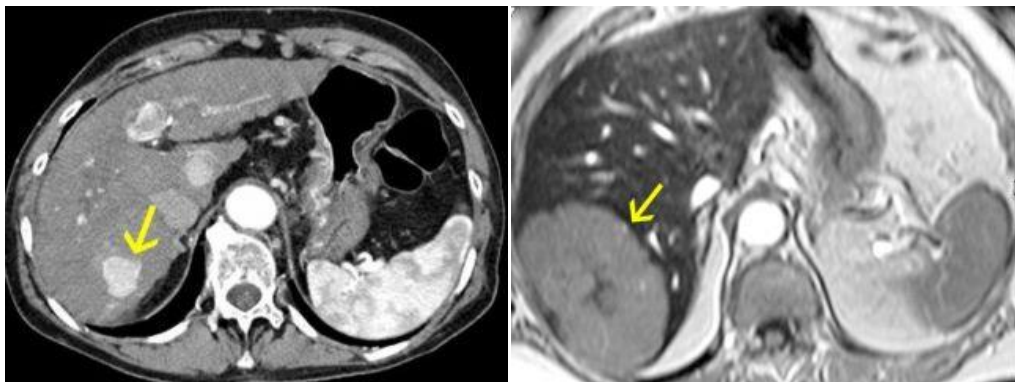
HCC in Leberzirrhose. Links: Mehrzeilen-Computertomographie (MSCT) der Leber mit Kontrastmittel. Rechts: Magnetresonanztomographie (MRT) der Leber mit dem Kontrastmittel Resovist® [26].
